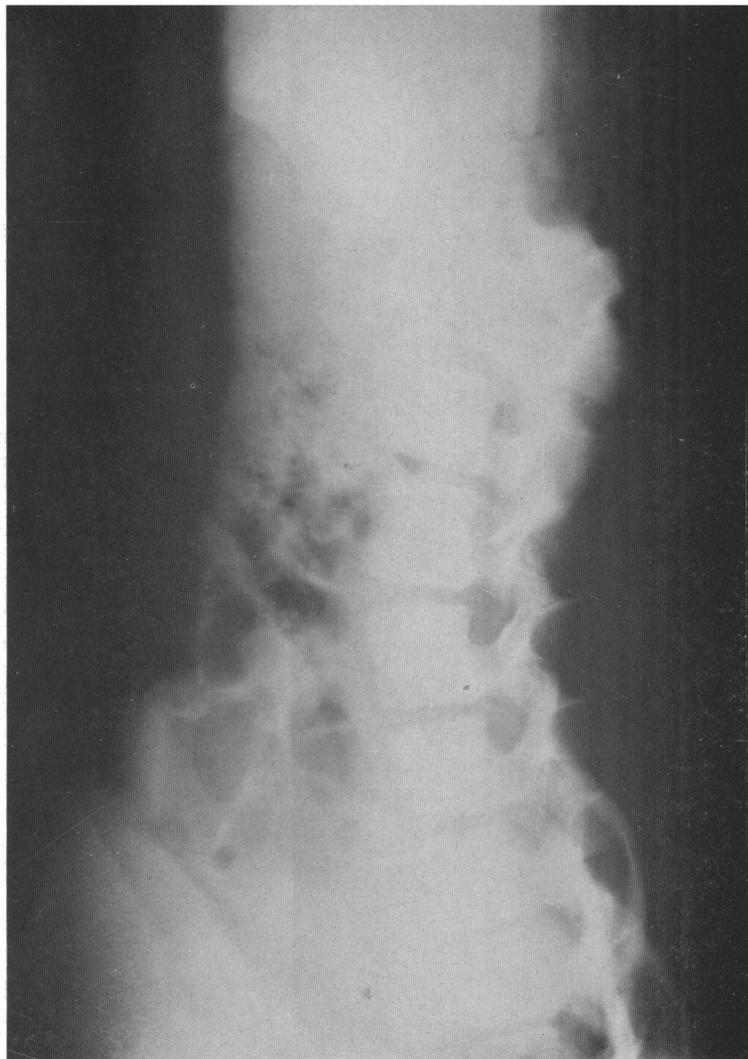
Radiographie du rachis de profil
